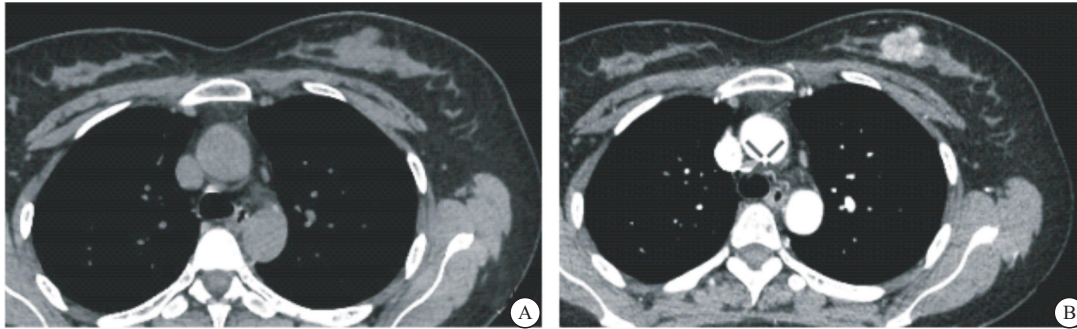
CT 常规平扫(A)和能谱最佳单能量(B)图像
